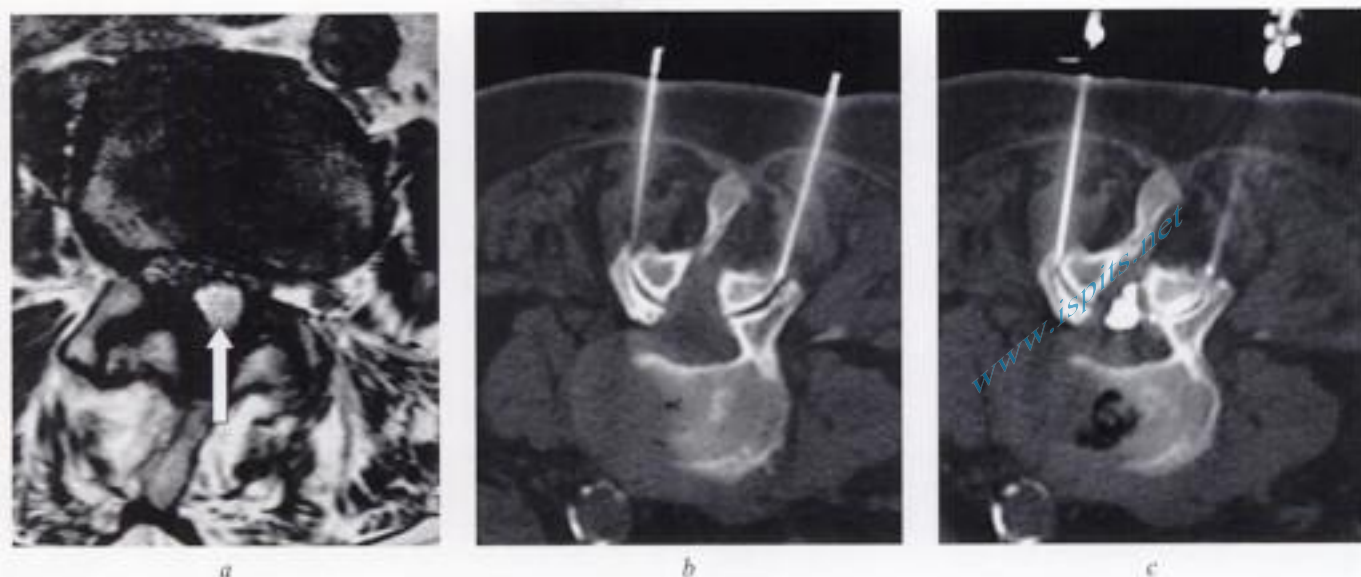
Infiltration zygapophysaire lombaire sous guidage TDM.
